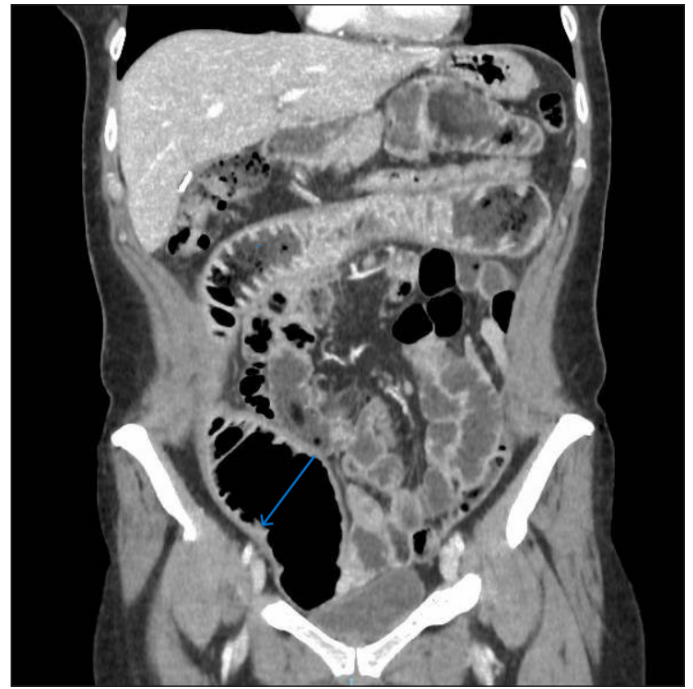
Corte coronal de TAC abdominal donde se identifica dilatación de asas de yeyuno (flecha azul).
